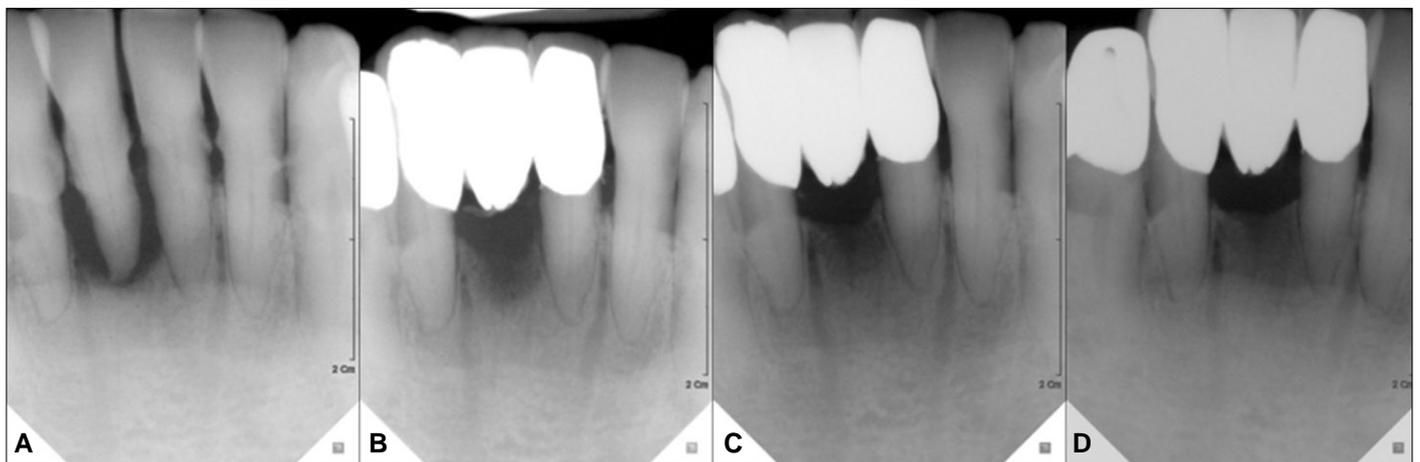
Example of radiographic evaluation during follow-up period. A: before extraction of #41, B: After prosthetic treatment, C: 6-months follow-up, D: 2-years follow-up.
